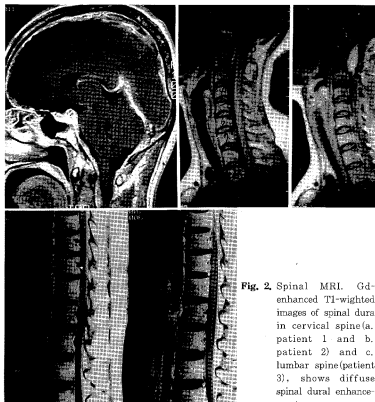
Spinal MRI. Gd-enhanced T1-weighted images of spinal dura in cervical spine(a. patient 1 and b. patient 2) and c. lumbar spine(patient 3). shows diffuse spinal dural enhancement.
